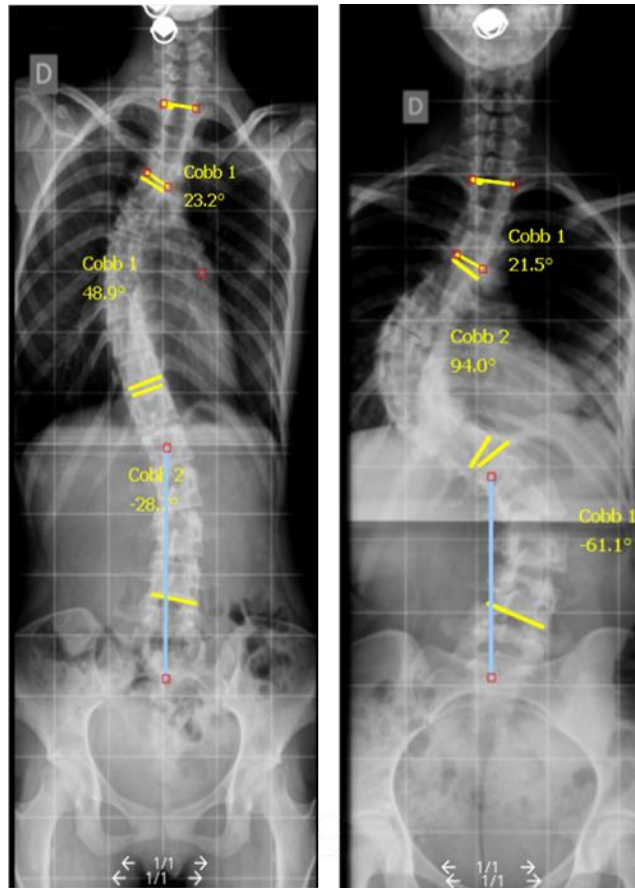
Radiografias de pacientes com Cobb $\geq 45^\circ$. Exemplos de radiografias panorâmicas da coluna pósterio-anterior de casos de EIA com indicação de tratamento cirúrgico para correção da curva.
